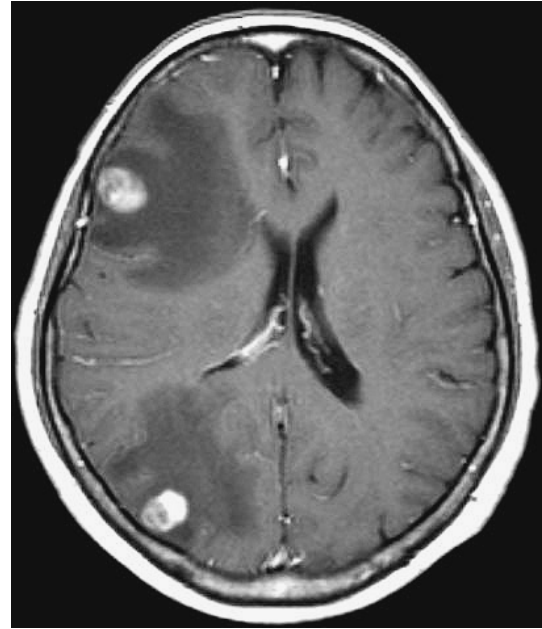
Brain MRI shows 2 metastatic lesions in the right frontal lobe and the right occipital lobe.
